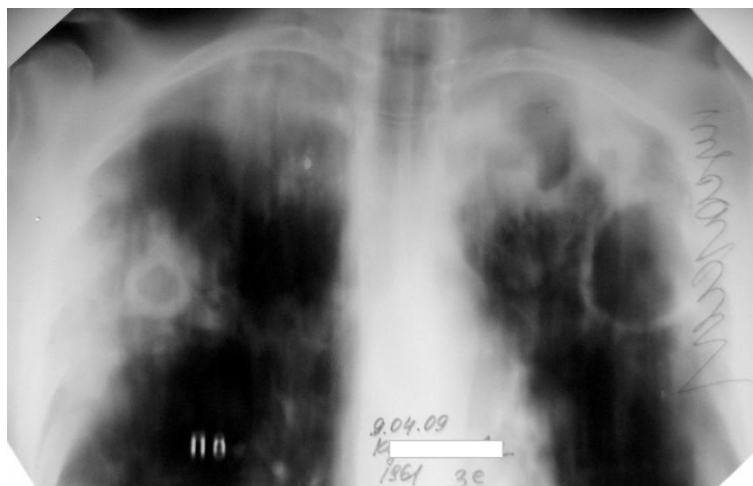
Томограмма легких больного К. при поступлении.
